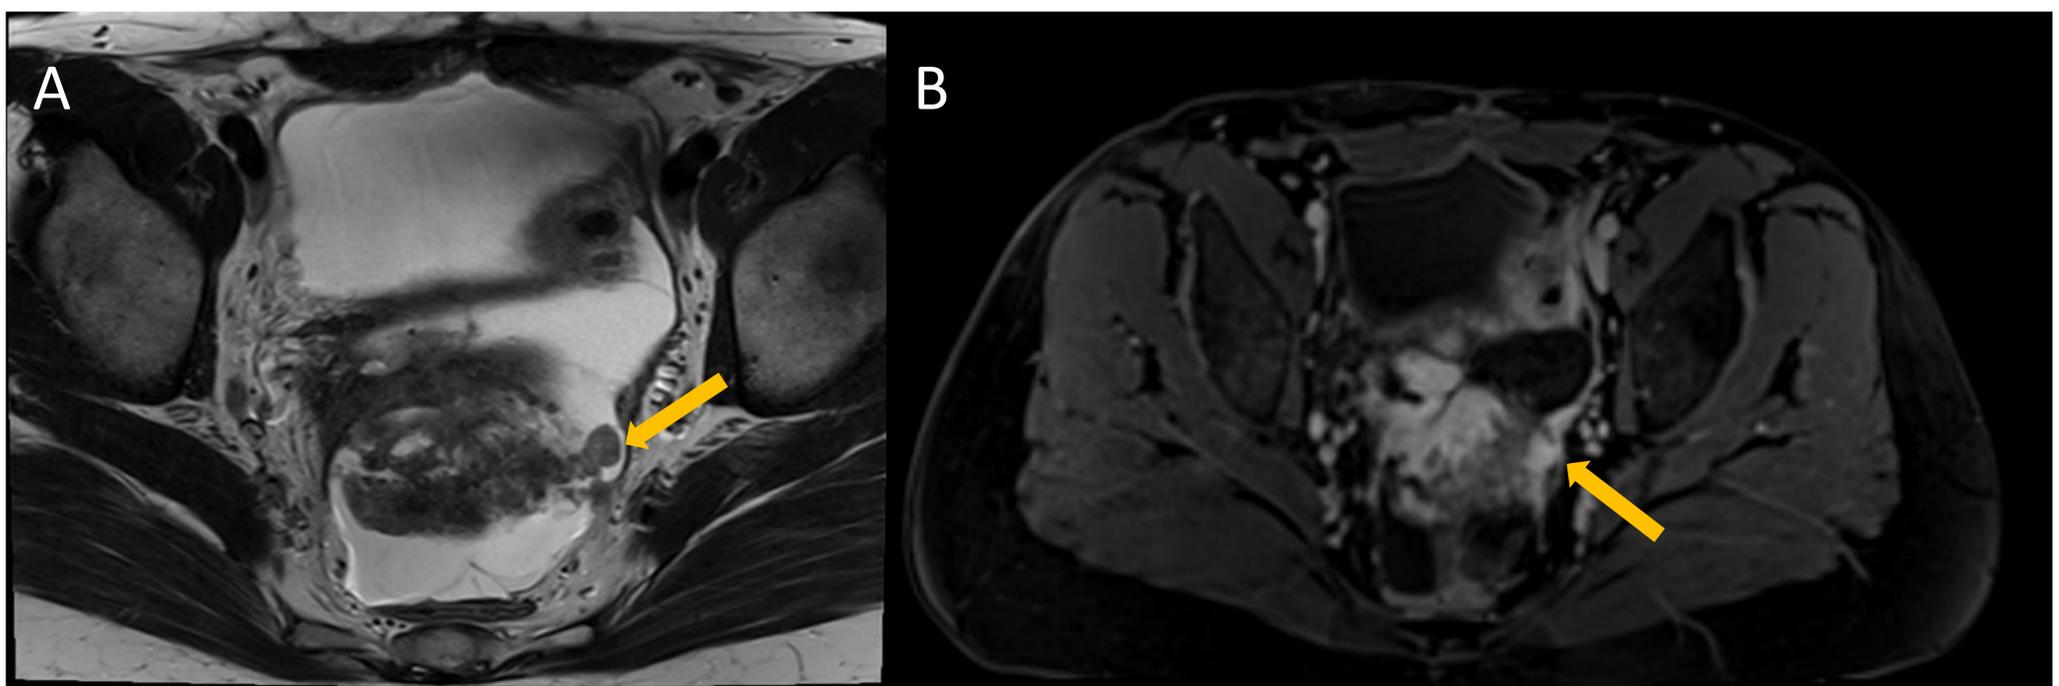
Imágenes axiales de RM pélvica. (A) Imagen potenciada en T2 en la que se identifica una moderada cantidad de líquido libre pélvico (asterisco amarillo) con presencia de un engrosamiento nodular peritoneal que presenta intenso realce en el estudio dinámico tras la administración de gadolinio (flecha naranja). Hallazgo compatible con implante peritoneal. Dados los antecedentes de la paciente (histerectomizada con historia previa de útero miomatoso) la sospecha diagnóstica es leiomiomatosis peritoneal diseminada
